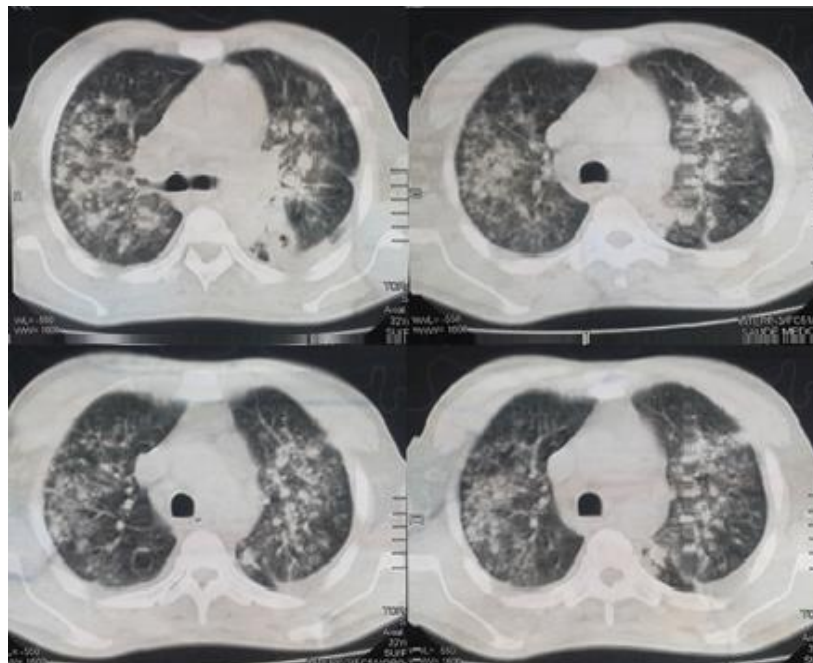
Tomografia computadorizada de tórax, evidenciando nódulos de tamanhos variados pelo parênquima pulmonar.
